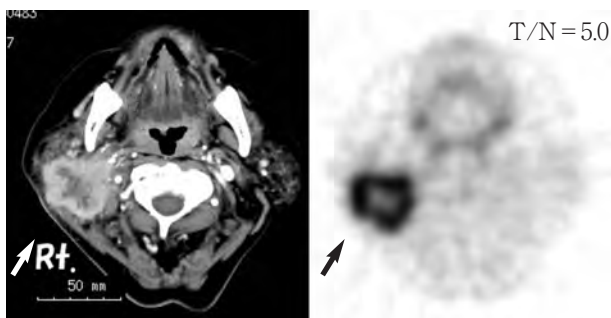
PET image with ¹⁸F-BPA in a patient with salivary gland cancer (courtesy of Prof. J. Hiratsuka, Kawasaki Medical School)
